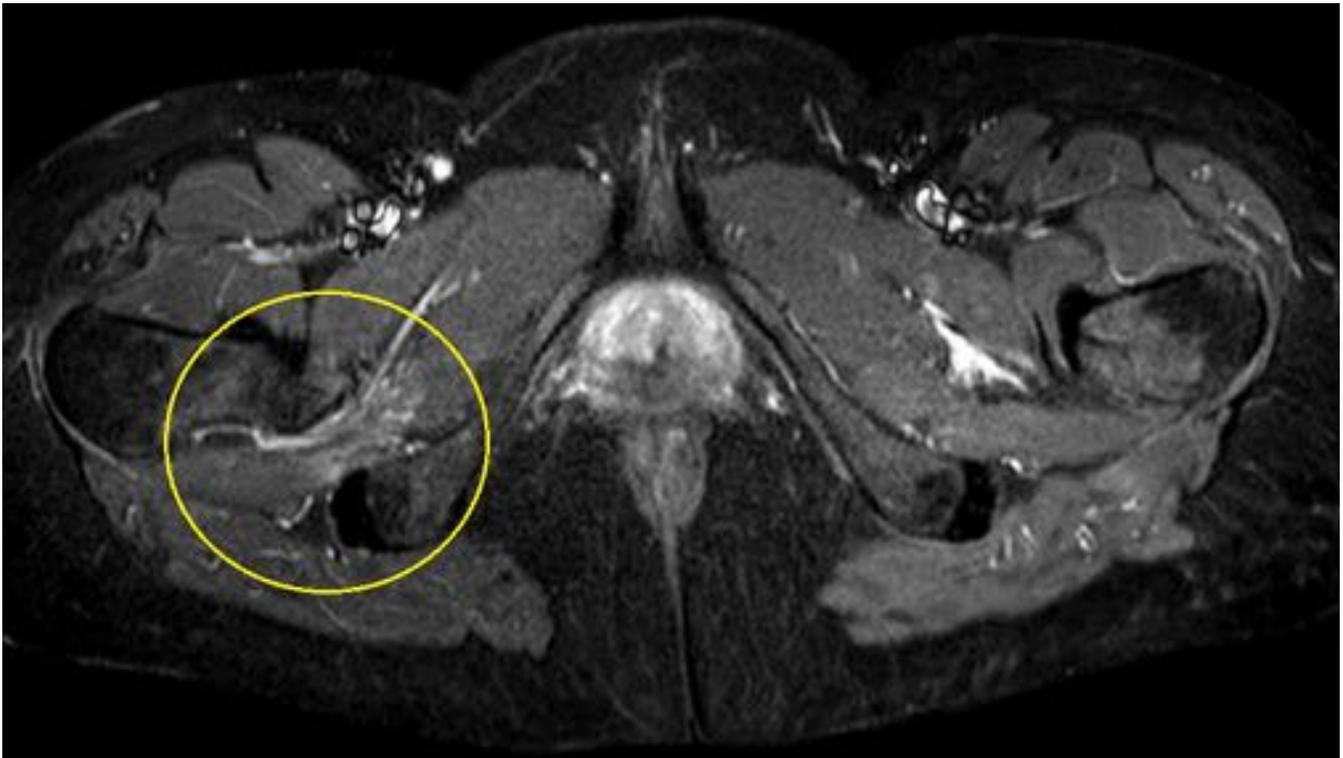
RM. Secuencia STIR axial. Atrapamiento del músculo cuadrado femoral derecho mostrando hiperseñal, secundario a osteocondroma en el cuello femoral que disminuye el espacio isquiofemoral.
